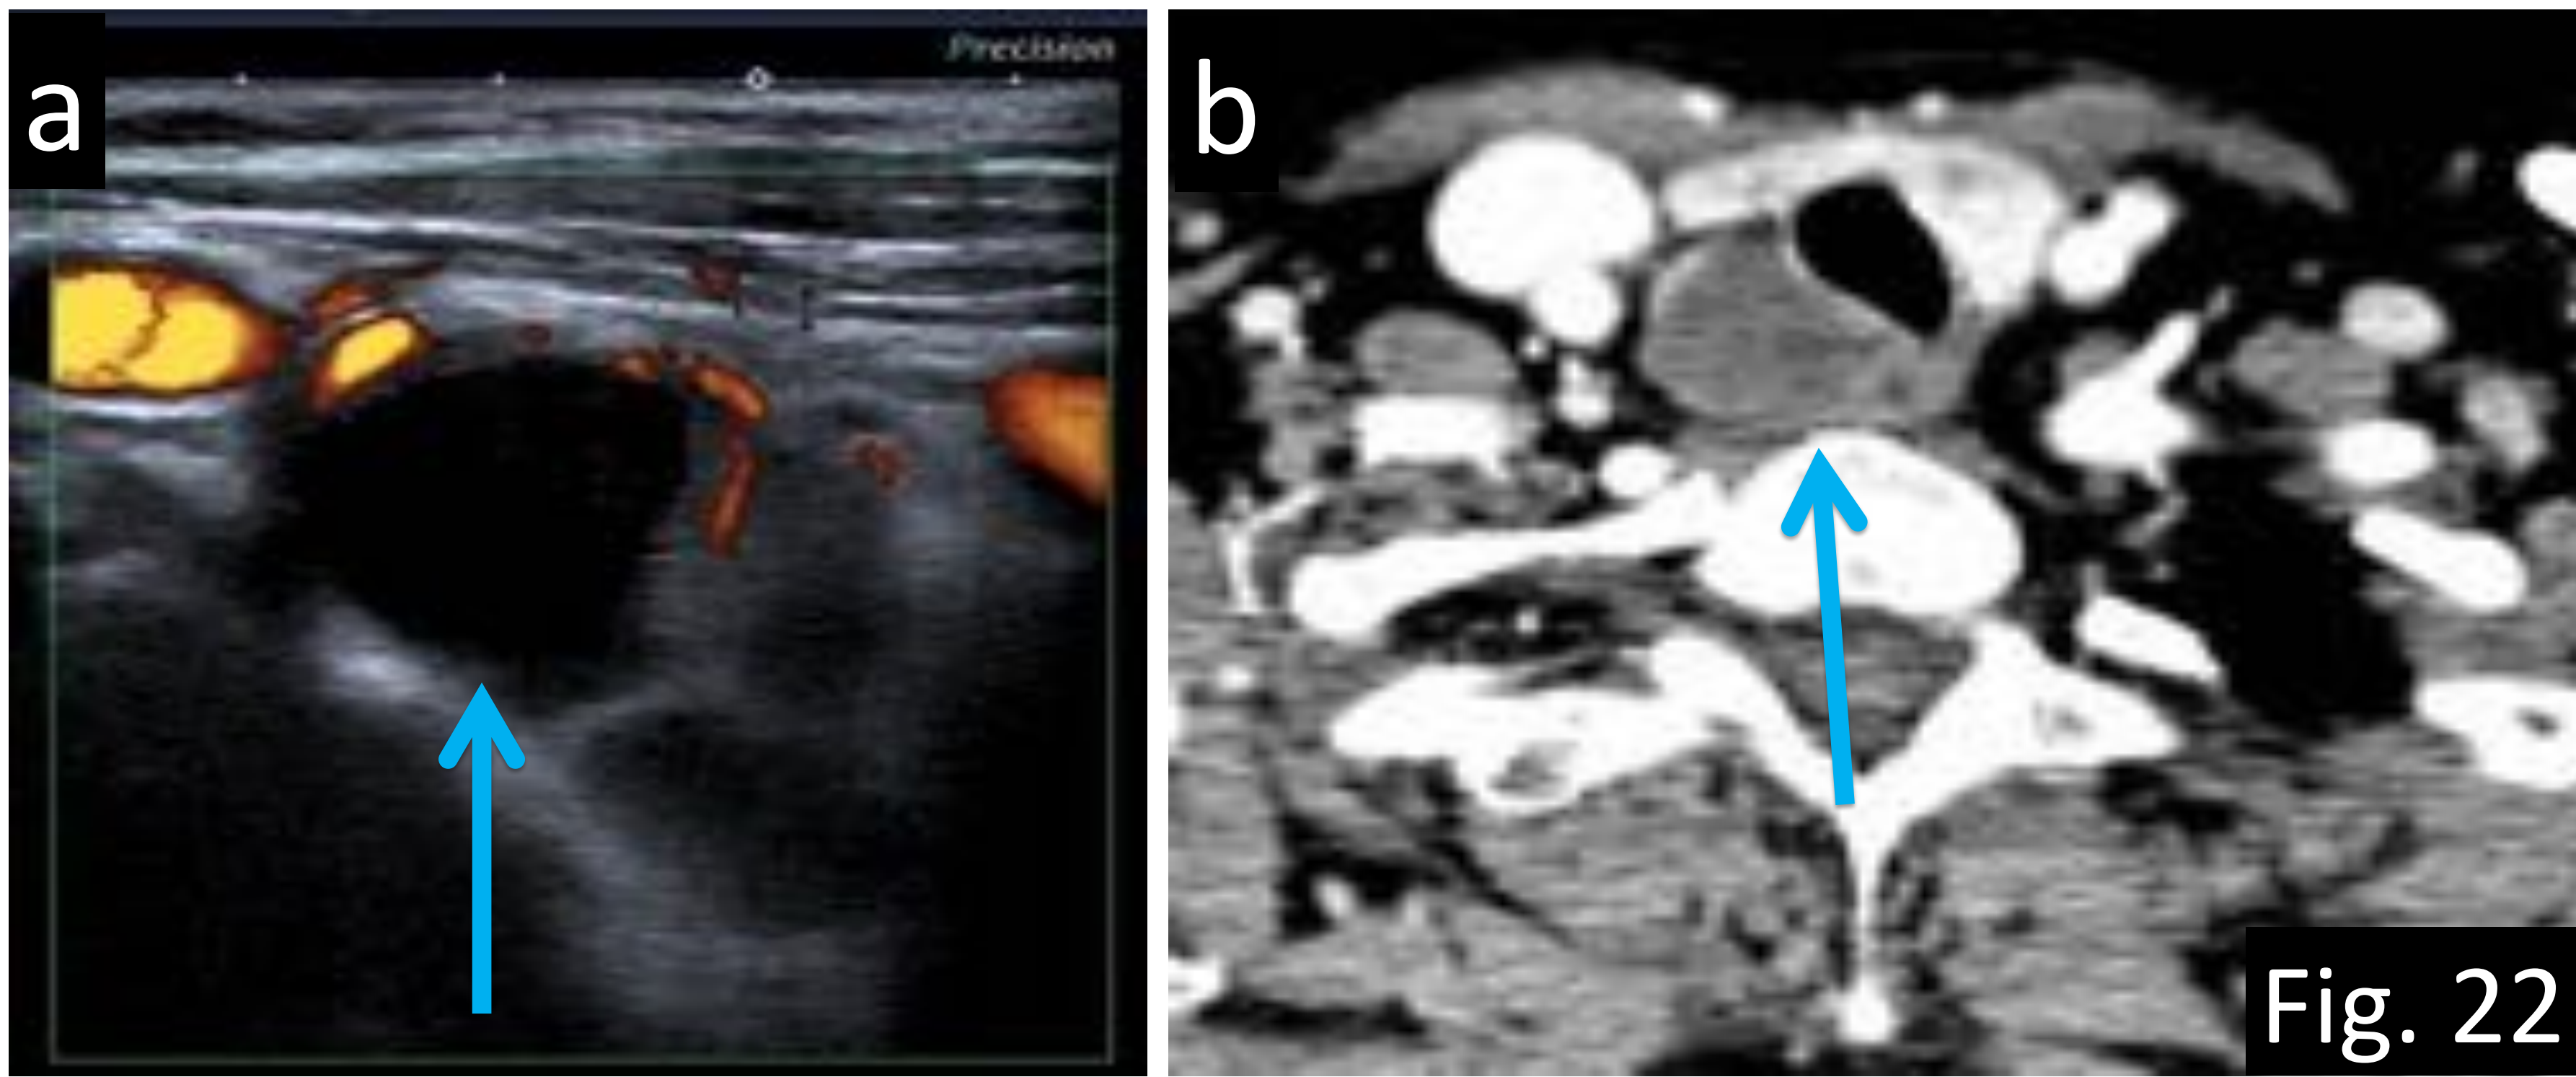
Ejemplo de error cognitivo (falta de razonamiento). a) ecografía transversal de cuello donde se visualiza lesión mixta sólido-quística (flecha) con vascularización escasa y periférica. b) TC axial con CIV: lesión principalmente quística en el surco traqueoesofágico que condiciona compresión traqueal sugerente de adenoma quístico paratiroideo. La gammagrafía 99Tc-MIBI (no se muestran las imágenes) no resultó de utilidad debido al componente quístico. Referencias: Departamento de Radiología Hospital Severo Ochoa, Madrid. España 2018.
